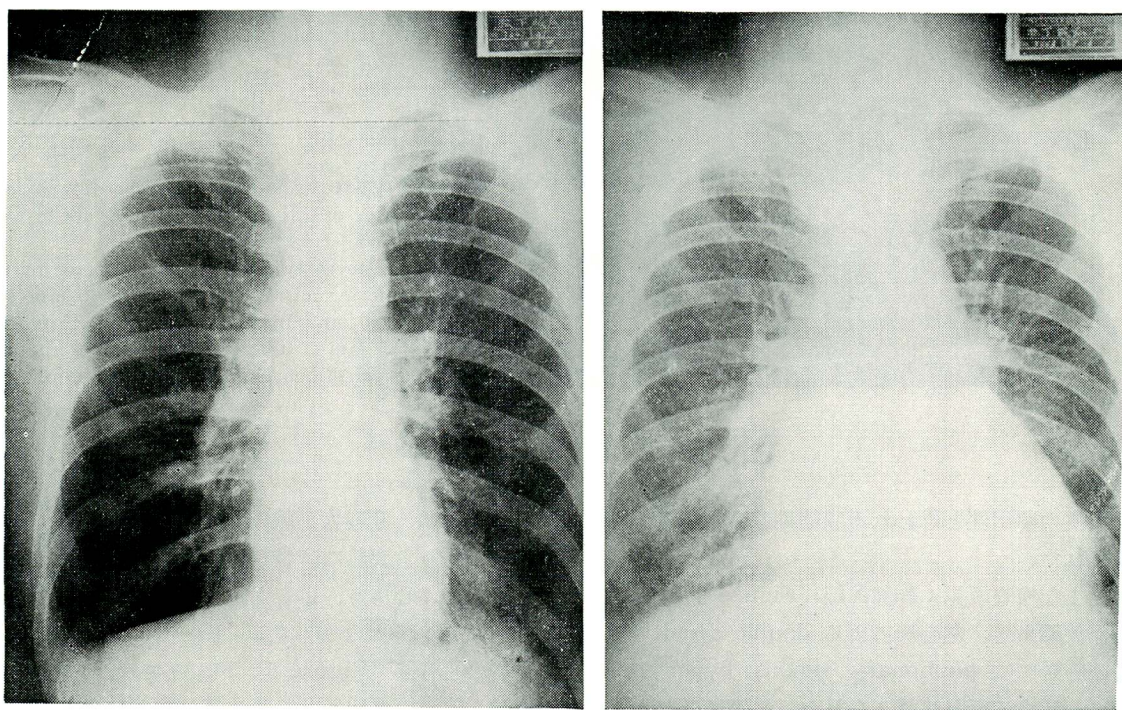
Serial chest roentgenogram of case 3 [(30 year-old man) with Löffler's syndrome, demonstrating "accordion effect" as the heart becomes more dilated during bouts of congestive failure and less dilated during periods of remission
